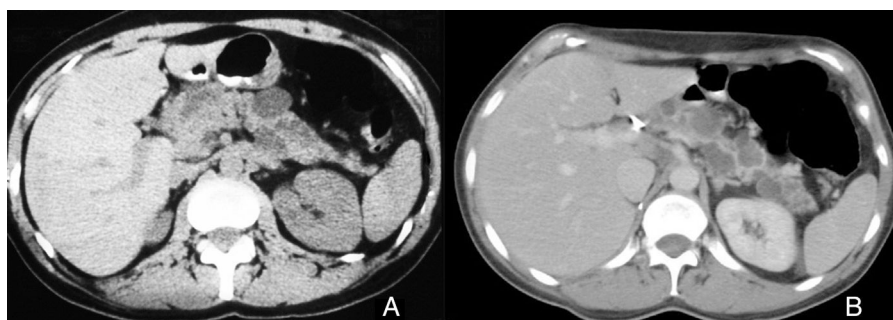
TAC abdominal. A) lesión sólida de 5 cm de diámetro a nivel de la cabeza del páncreas que obstruye el conducto de Wirsung y quistes en la cola pancreática. B) Quistes en cola pancreática.
